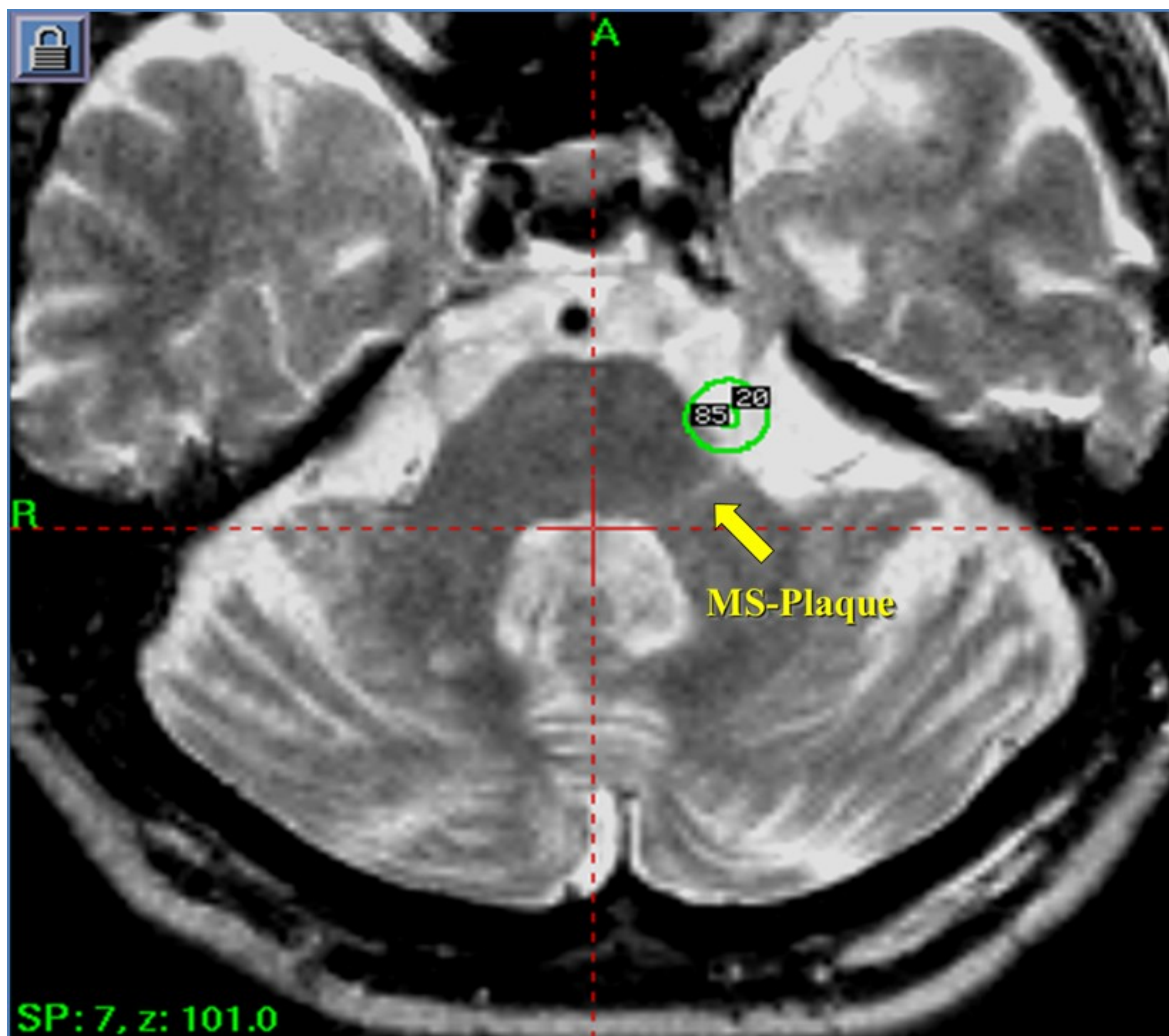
Axiales T2 gewichtetes Planungs-MRT.
